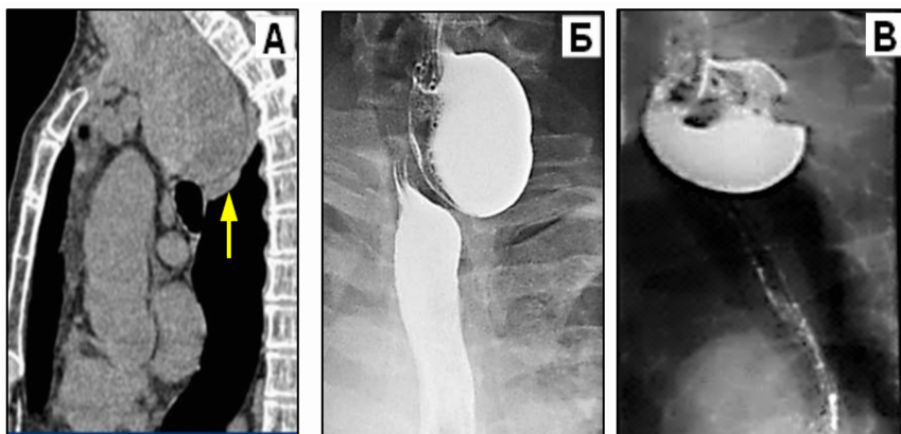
Больной Ж., 62 года. Ценкеровский дивертикул пищевода (А) – МСКТ, МПР в левой боковой проекции. Визуализируется овальное образование жидкостной плотности с локализацией в верхнем этаже заднего средостения (стрелка). (Б) – рентгенограмма ОГК в левой косой проекции и (В) – рентгенограмма ОГК в левой боковой проекции с пероральным контрастированием бариевой взвесью.
